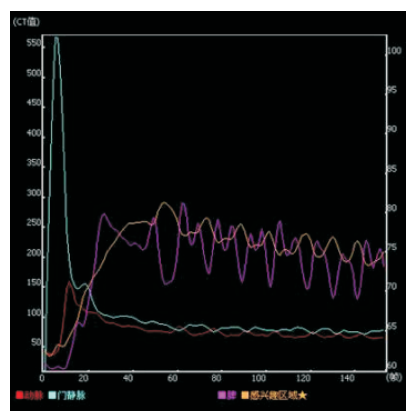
对照组 CT 灌注扫描曲线图 (以脾动脉组为例)
